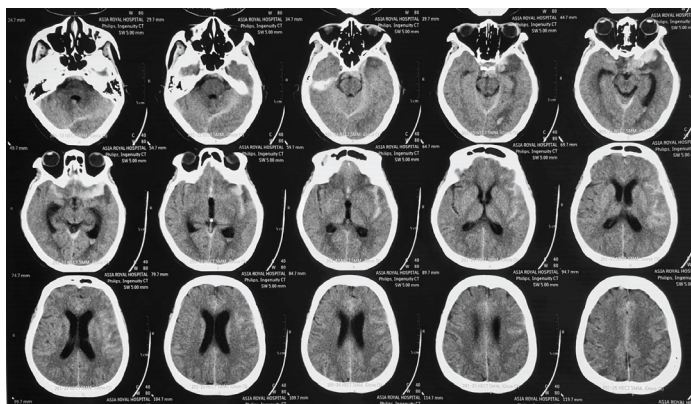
КТ-снимок головы: диффузное САК II степени по критериям Фишера
